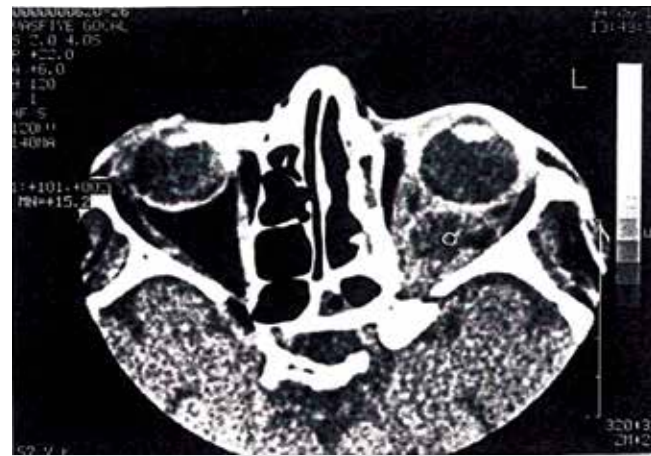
57 year old female. Retrobulbar abscess. Axial contrast enhanced CT image showing peripherally enhanced, cystic intraconal mass on the left.
